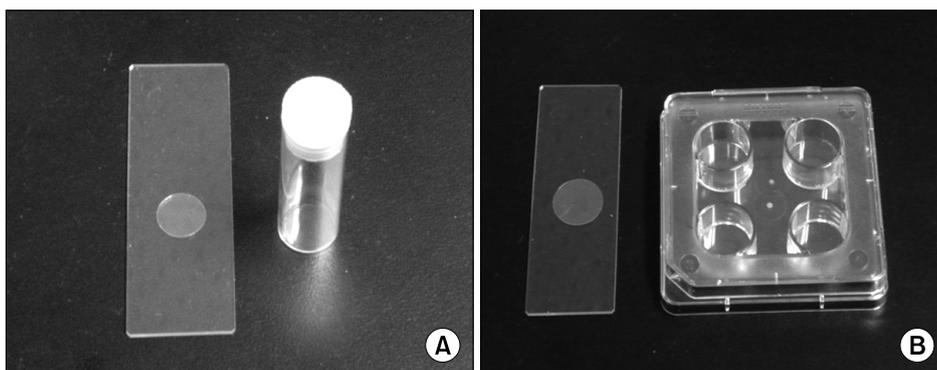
(A) Shell vial and round cover glass (12 mm). The cover-glass is located onto the bottom of the shell vial. (B) Collagen-coated polyethylene terephthalate (PET) plate (4-well) and PET disc (15 mm). The PET discs are located onto the bottoms of the wells.
